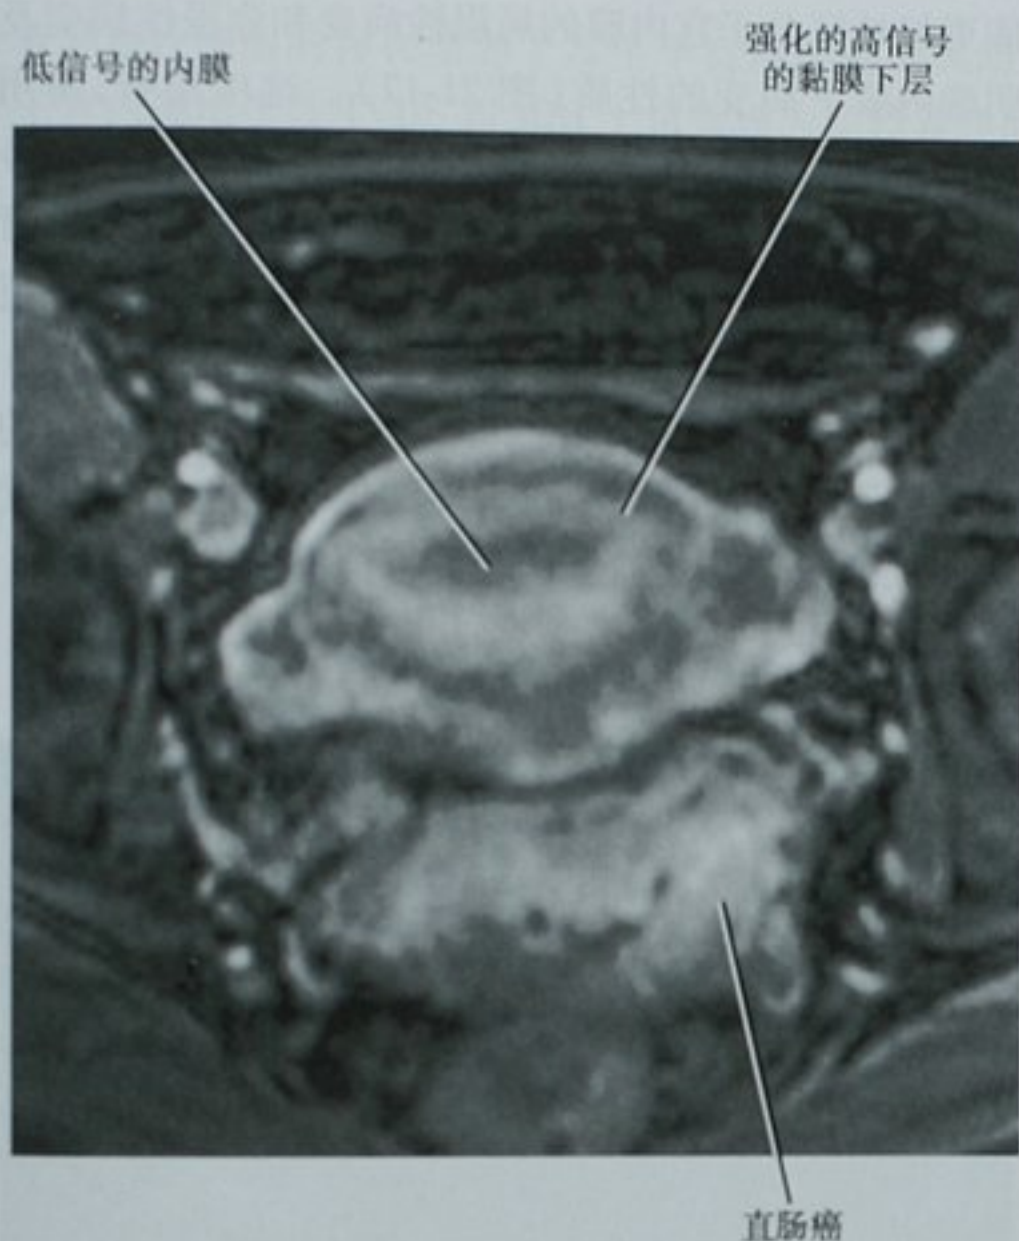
绝经后子宫的动态增强 MRI 增强早期由黏膜下层强化带显示的带状解剖结构。本病例,是采用水平切面评估直肠癌
